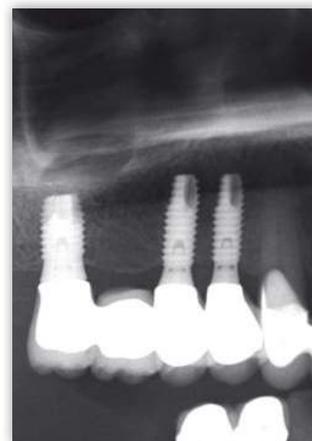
Imagen de la radiografía panorámica.
